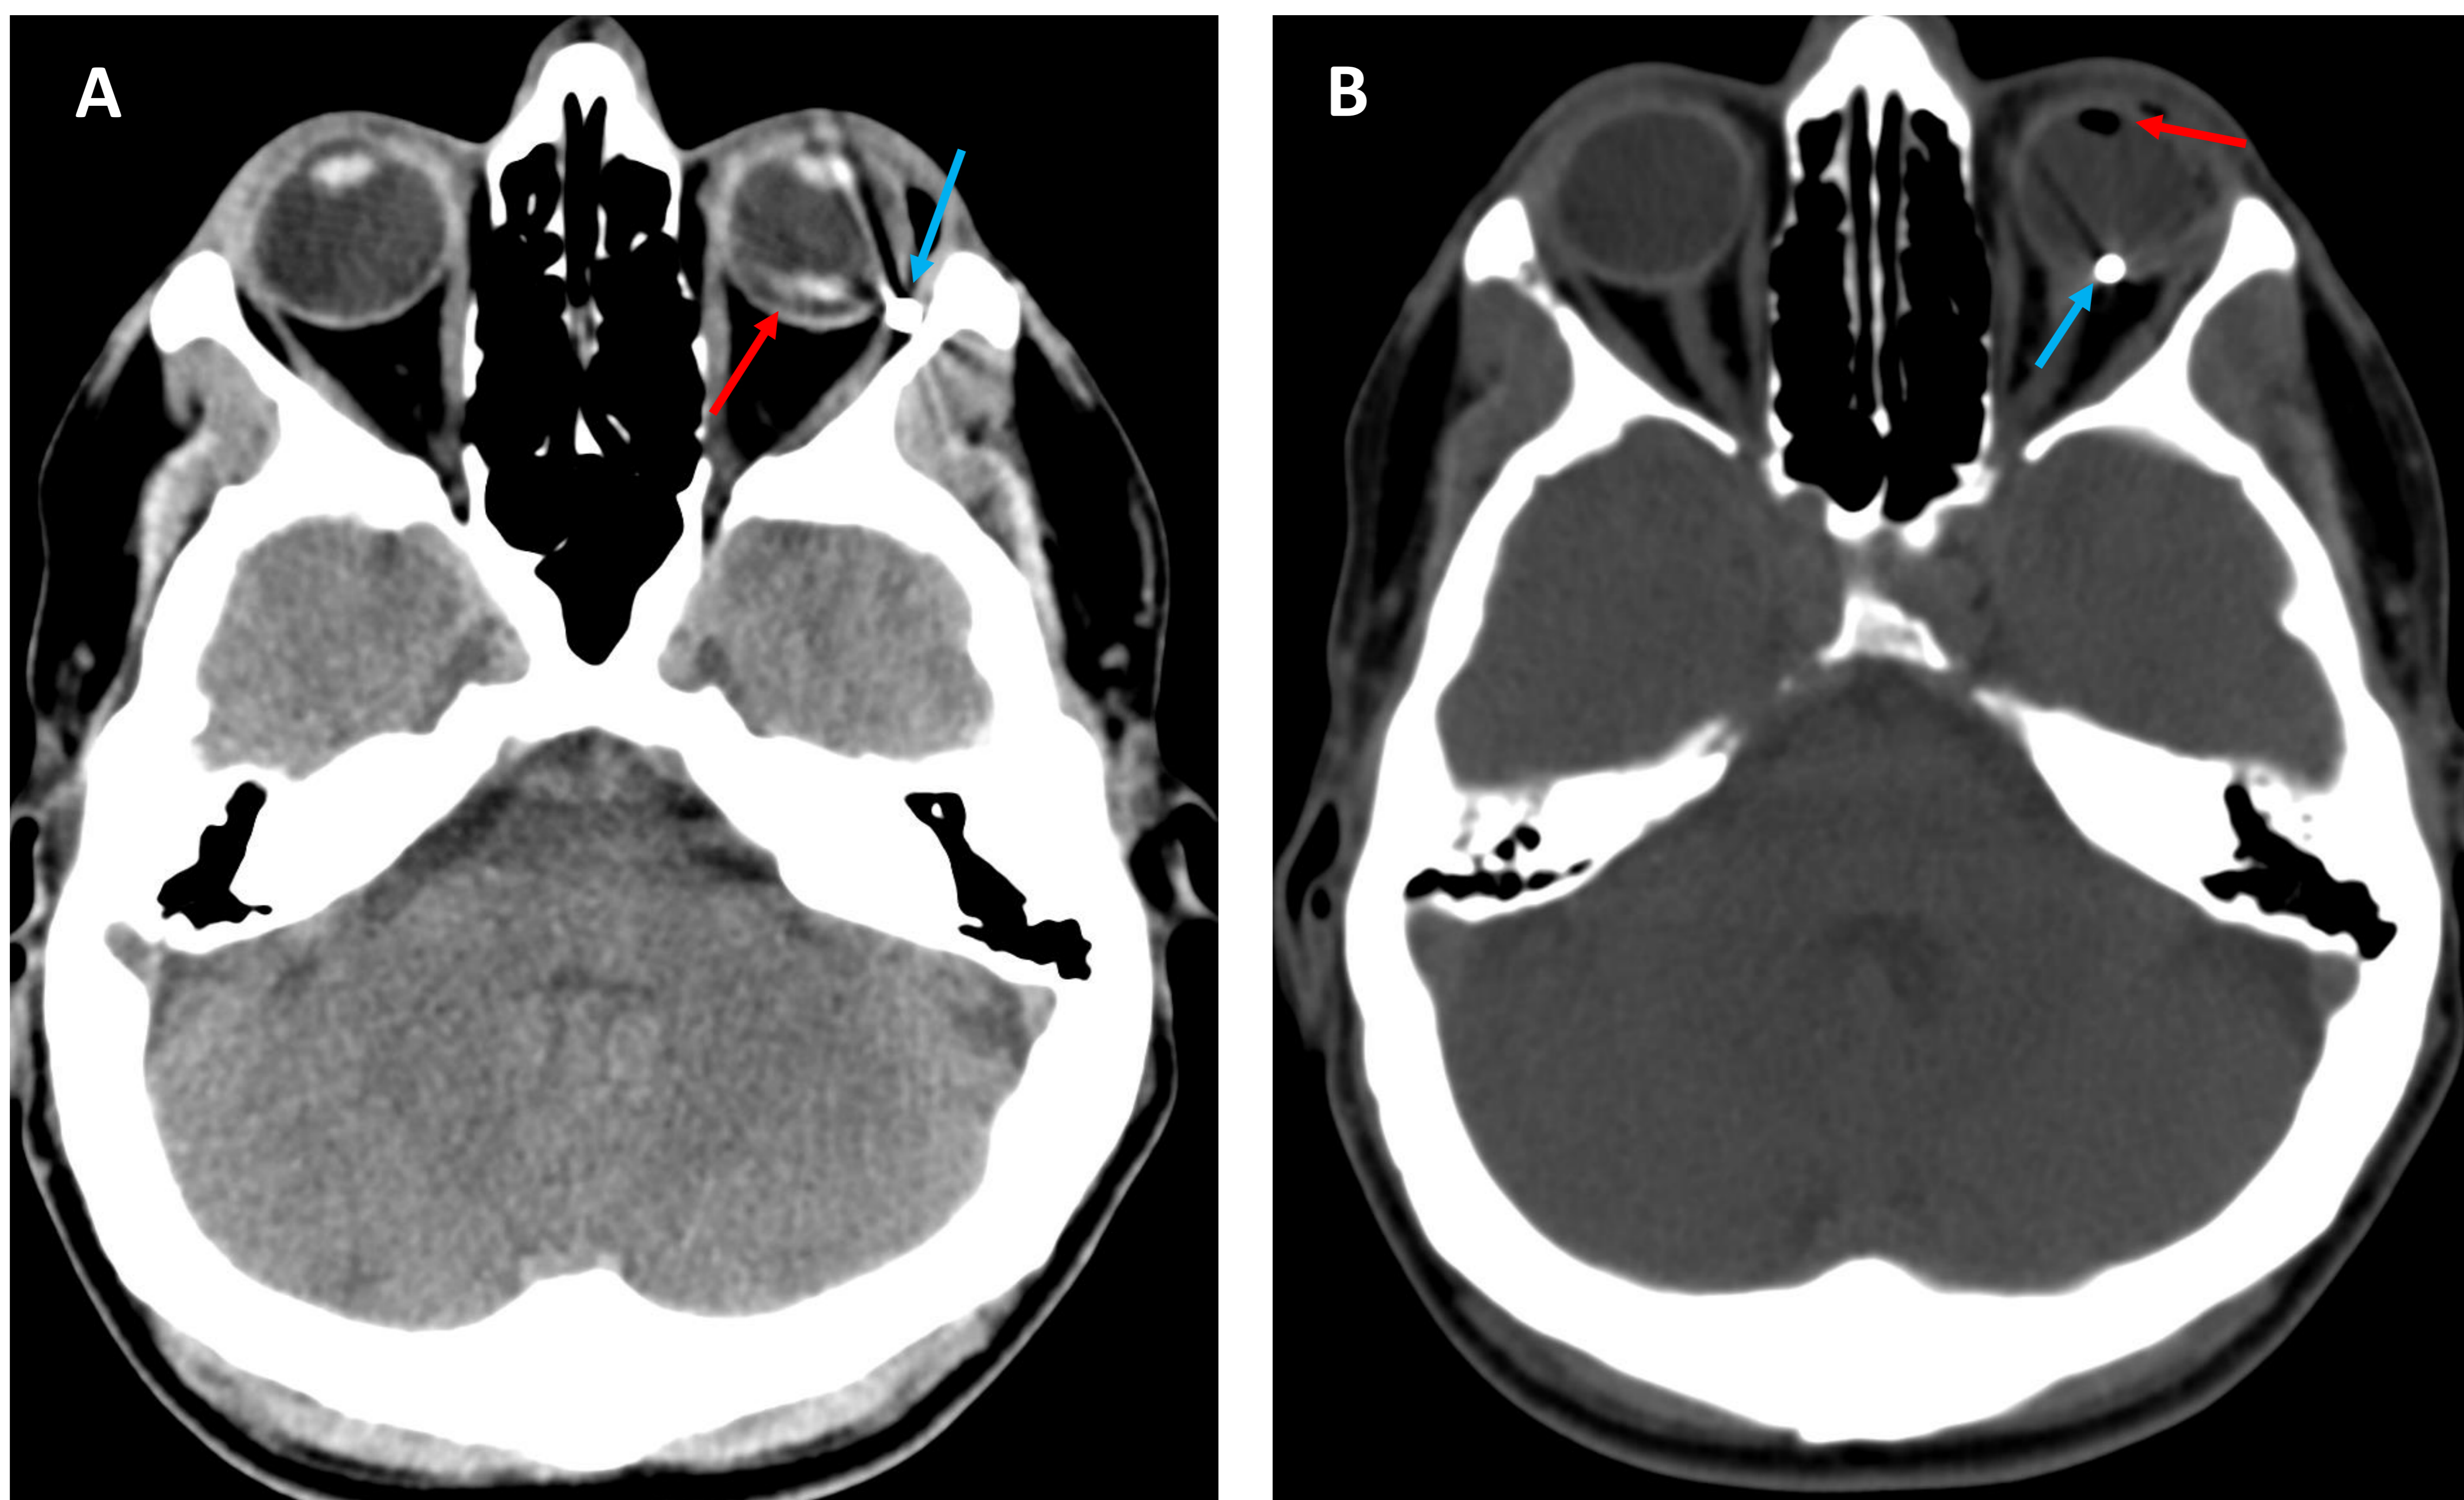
Imágenes axiales de TC en paciente que acude al servicio de urgencias tras recibir impactos faciales por perdigones durante una jornada de caza. En la imagen A se identifica un cuerpo extraño metálico (flecha azul) en el espesor del músculo recto lateral de la órbita izquierda, apreciándose contenido denso intraocular en la región declive, sugestivo de hemorragia intraocular (flecha roja). En la imagen B se identifica otro cuerpo extraño densidad metal (flecha azul) alojado en la cámara posterior del globo ocular izquierdo, lateral a la inserción del nervio óptico, apreciándose una pequeña burbuja de gas intraocular (flecha roja) en región antideclive. Estos hallazgos en su conjunto traducen una perforación ocular izquierda por impactos de perdigón.
